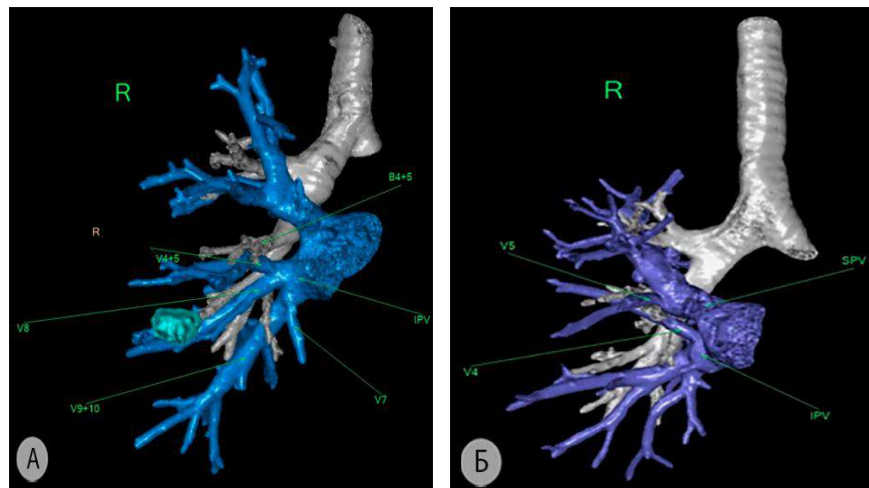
Варианты нетипичного оттока крови от передней зоны в систему правой нижней лёгочной вены (3D-реконструкция МСКТ-АГ) а – впадение общего ствола переднезональной (V^{4+5}) вены в правую нижнюю лёгочную вену (IPV); б – раздельное впадение латеральной сегментарной вены (V^4) в правую нижнюю лёгочную вену (split-вариант). V^{4+5} – переднезональная вена; B^{4+5} – переднезональный бронх; V^7 – медиальная базальная вена; V^8 – передняя базальная вена; V^{9+10} – общий ствол латеральной и задней базальной вен; V^4 – латеральная сегментарная вена; V^5 – медиальная сегментарная вена; IPV – правая нижняя лёгочная вена; SPV – правая верхняя лёгочная вена
